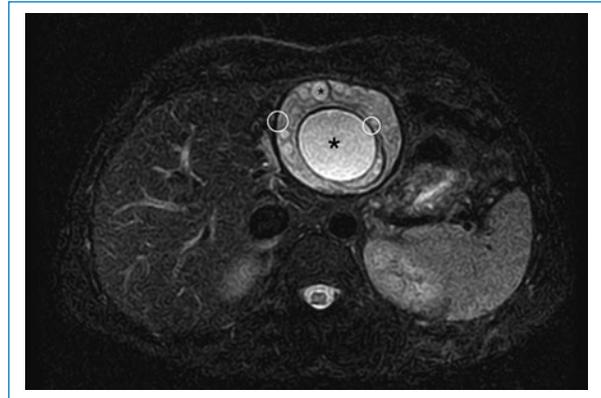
Resonancia magnética de abdomen T2 Trigger, corte axial: lesión focal en el lóbulo hepático izquierdo con múltiples imágenes redondeadas hiperintensas (asteriscos), de aspecto quístico, con un sutil halo hipointenso correspondiendo al signo del anillo (circunferencias blancas). Gharbi tipo III-CE2.
